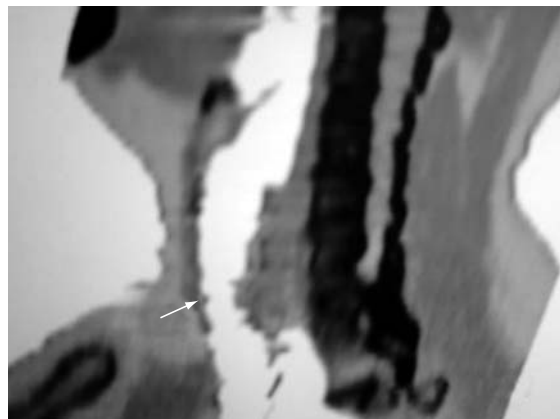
Tomografia computadorizada cervical: imagem da estenose laringo-traqueal.
